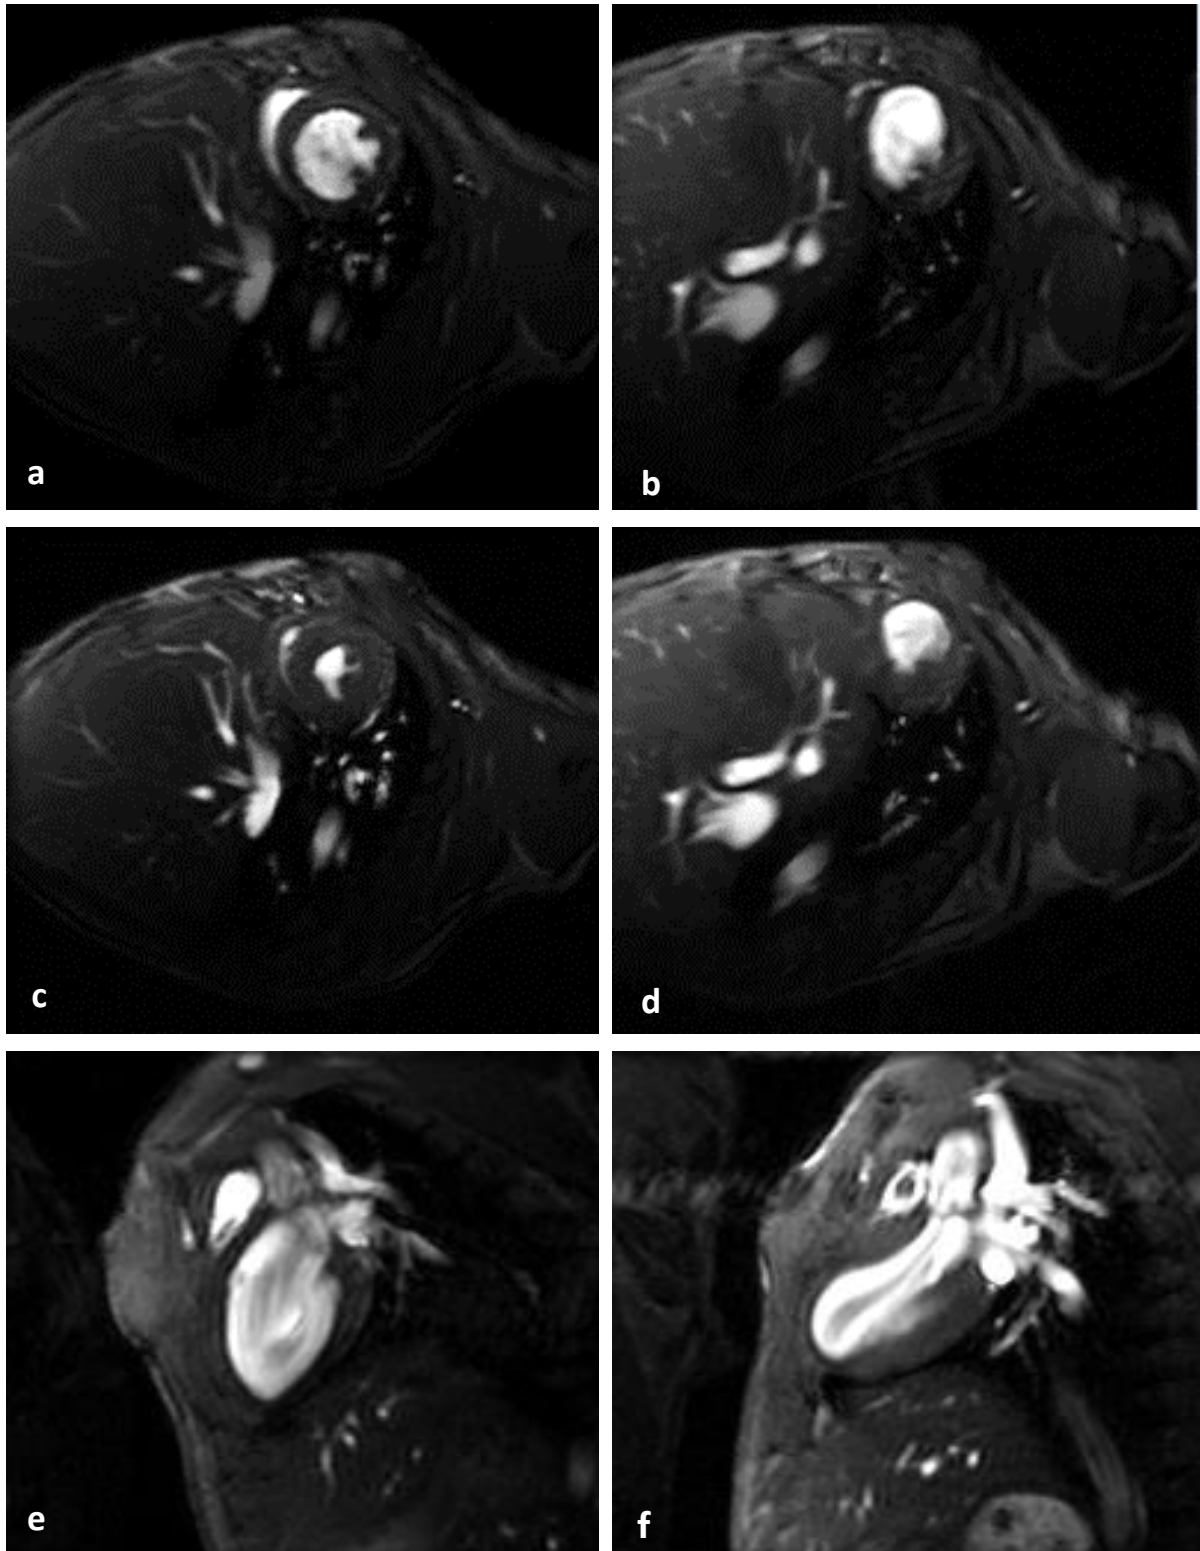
Mittventrikuläre Kurzachsenblicke in Enddiastole (a, b) und Endsystole (c, d) sowie Längsachsenblicke (e, f) in Enddiastole, dargestellt mittels bSSFP-Sequenz im Cardio-MRT. Strukturell unauffällige Darstellung des Myokards in einem Kontrolltier ohne Infarkt (a, c, e). In der Infarktmaus findet sich hingegen mittventrikulär anterior-anteroseptal (b, d) und mittventrikulär-apikal anteroseptal (f) eine hochgradige Myokardausdünnung des Myokards, vereinbar mit einem Transmuralinfarkt im LAD-Stromgebiet. Im Cine-Modus weisen die infarzierten Segmente eine Akinesie mit global leicht reduzierter systolischer Funktion auf. bSSFP: balanced steady-state free precession; LAD: left anterior descending; MRT: Magnetresonanztomographie.
